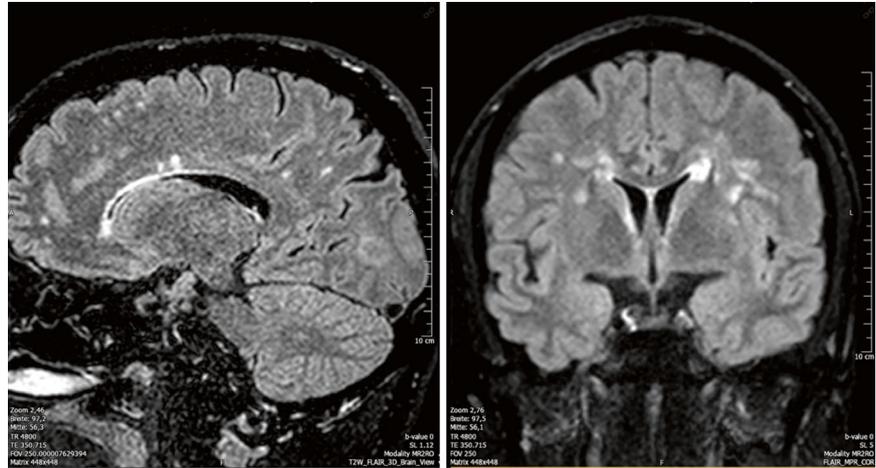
MRT von Oktober 2015, FLAIR-Sequenz sagittal und koronar
